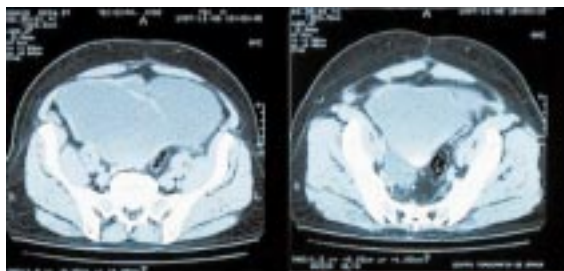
TAC. Caso clínico 2.
